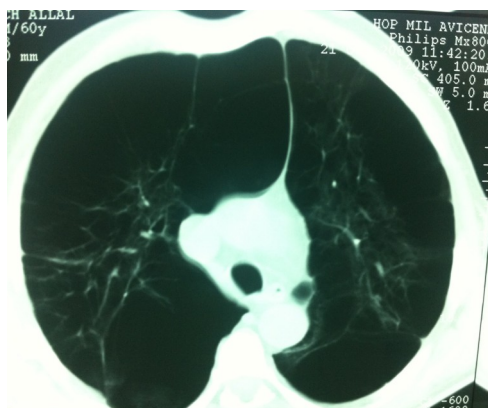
TDM thorax montrant des multiples bulles d'emphyseme.
